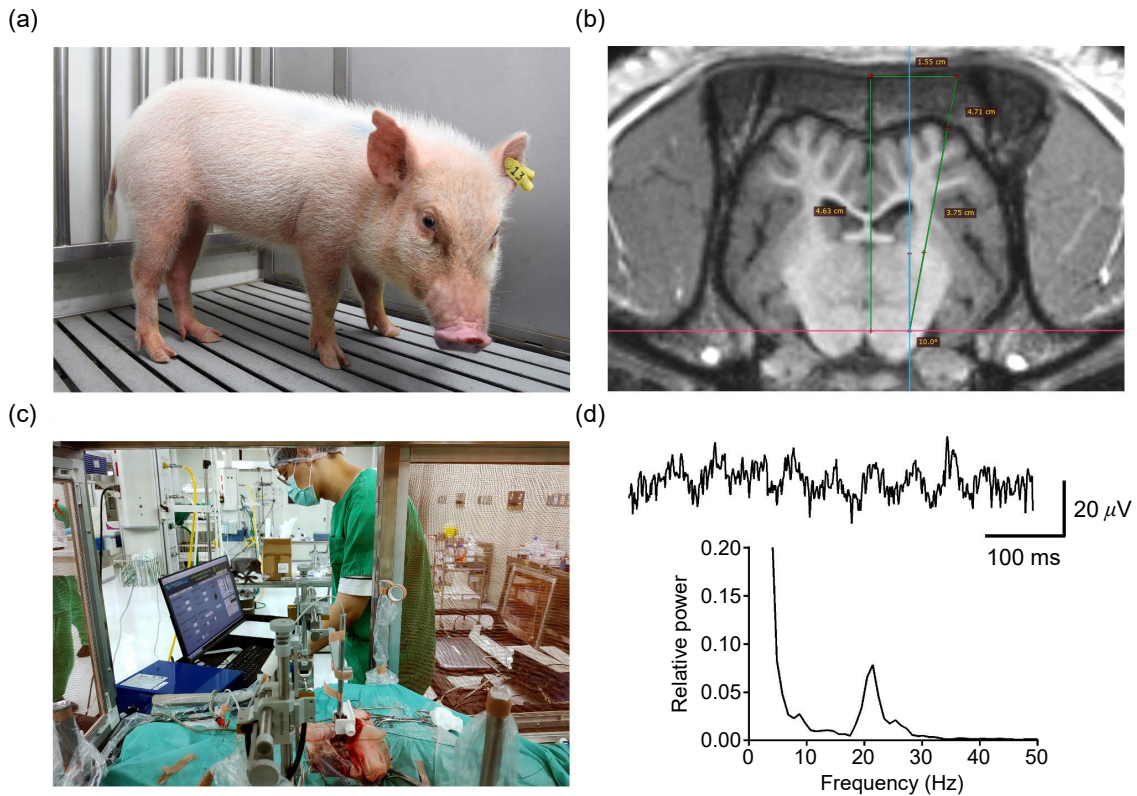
建立帕金森氏症小型豬模式進行臨床前試驗。(a) 迷你豬動物模式採用李宋小型豬，經連續 MPTP 注射可造成黑質核多巴胺神經元退化；(b) 植入深腦電極前以 MRI 影像進行手術規劃；(c) 手術中以系統單晶片體外機進行訊號量測；(d) 在帕金森氏症迷你豬的視丘下核可記錄到明顯的 beta 共振。
